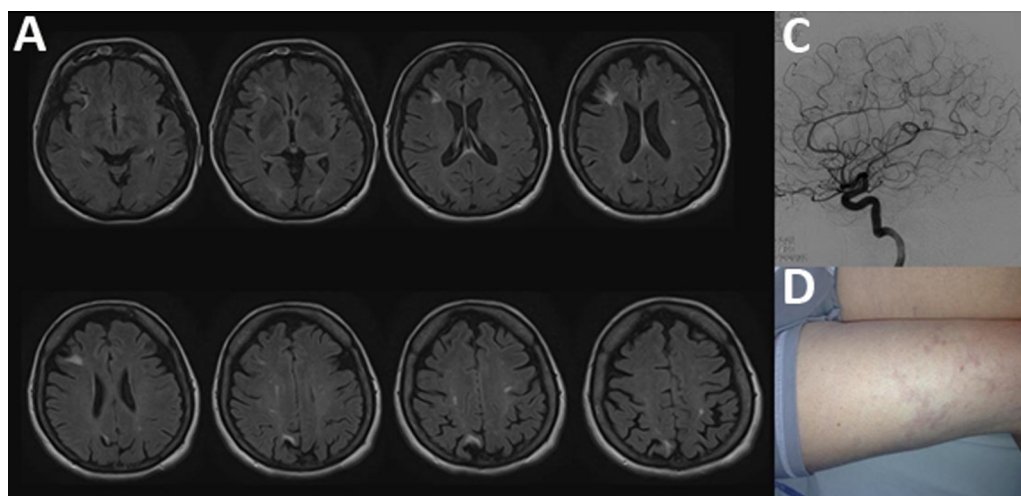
A. IRM cérébrale, coupe axiale Flair, retrouvant de nombreux hypersignaux corticaux et juxtacorticaux. B. Artériographie normale. C. Livedo racemosa sur la cuisse droite de la patiente. D.
